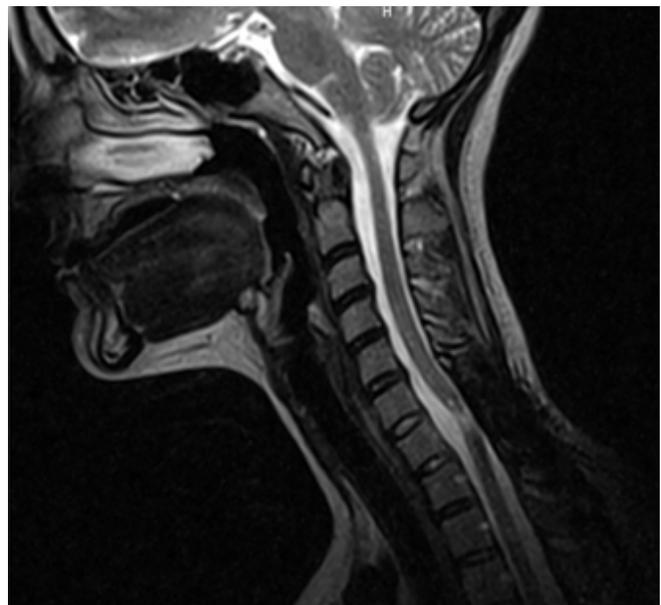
Resonancia magnética nuclear evolutiva que muestra zona de atrofia postoperatoria
